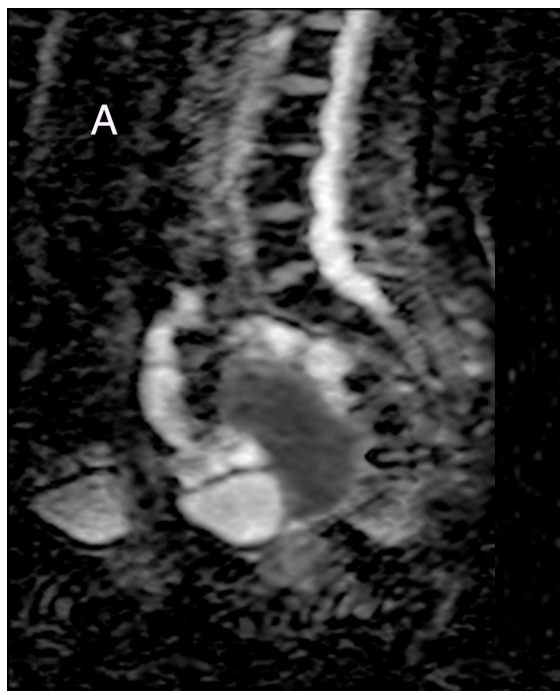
(A) immagine di ADC in paziente di 65 anni con carcinoma endometrioidale. (B). Stessa paziente in immagine di sequenze DWI con $b=1000 \text{ mm}^2/\text{s}$
